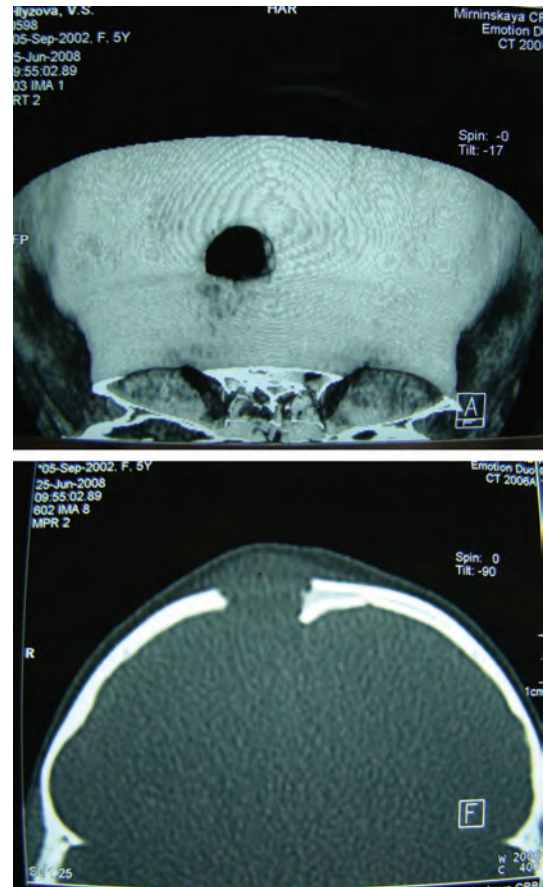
Больная Х.В., 6 лет. Компьютерная томография черепа. Одиночный очаг деструкции лобной кости с мягкотканым компонентом
